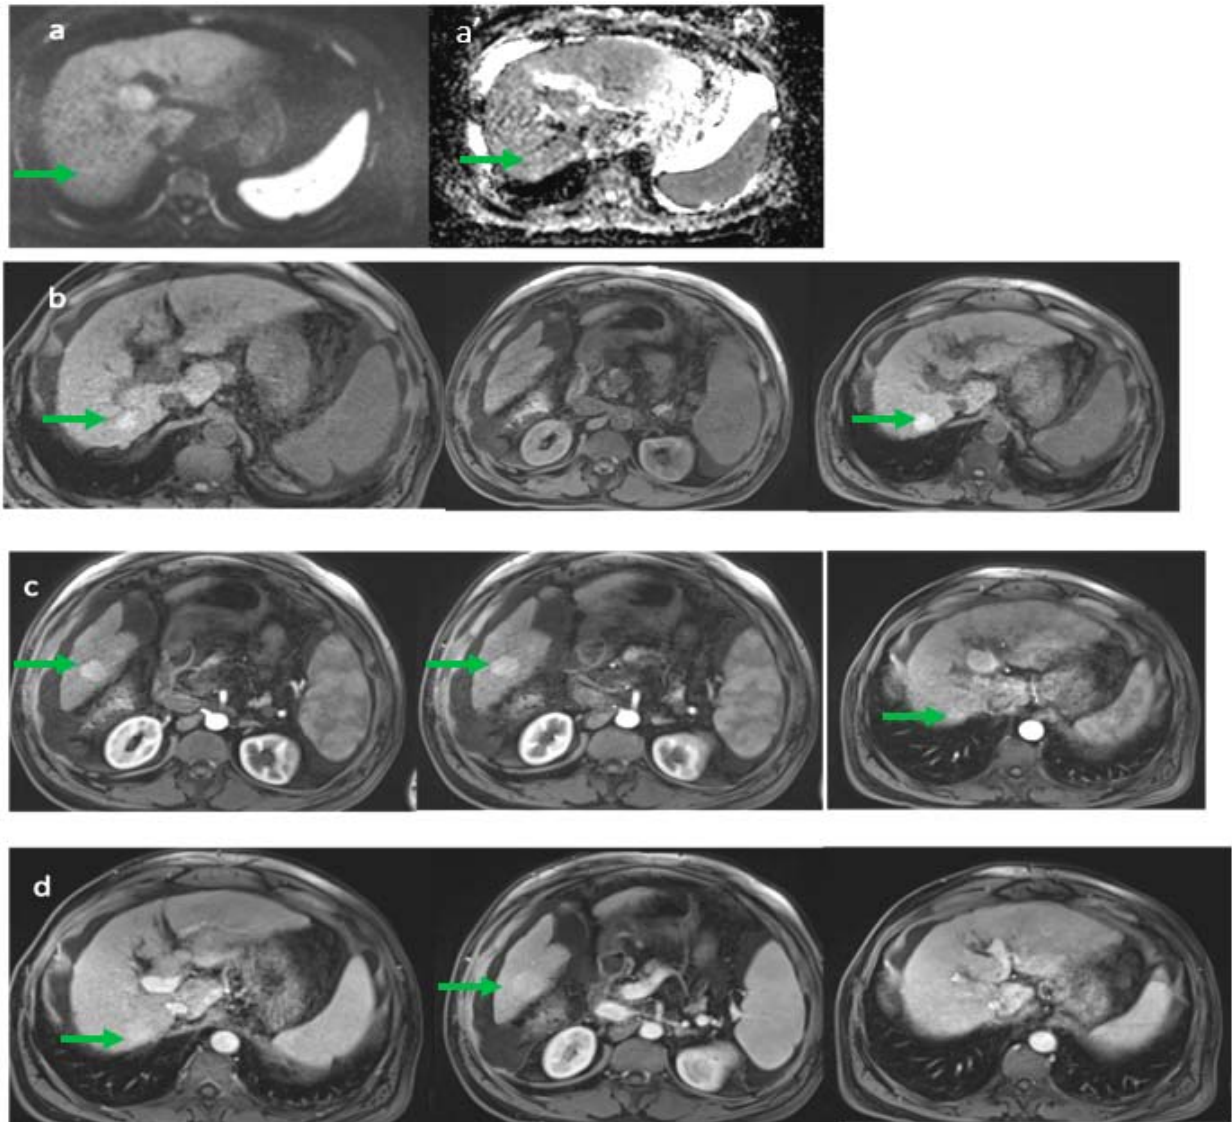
IRM hépatique montrant un foie de cirrhose siége de quatre formations nodulaires des segments IV, V, VI et VIII, en hyposignal T1 (b), en hyper signal diffusion (a) avec restriction de l'ADC (a'). On note un Wash in artériel (c) avec wash out portal (d).
